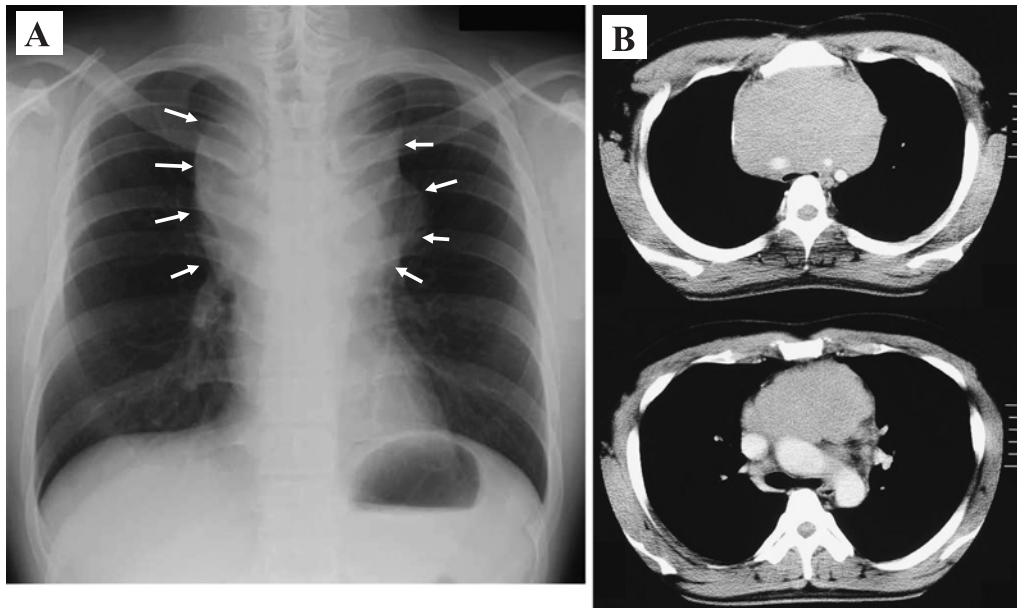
Chest radiograph (A) and computed tomography (CT) scan (B) on admission. (A) The chest radiograph shows an enlarged upper mediastinal shadow (arrows). (B) An anterior mediastinal tumor can be seen on chest CT.
